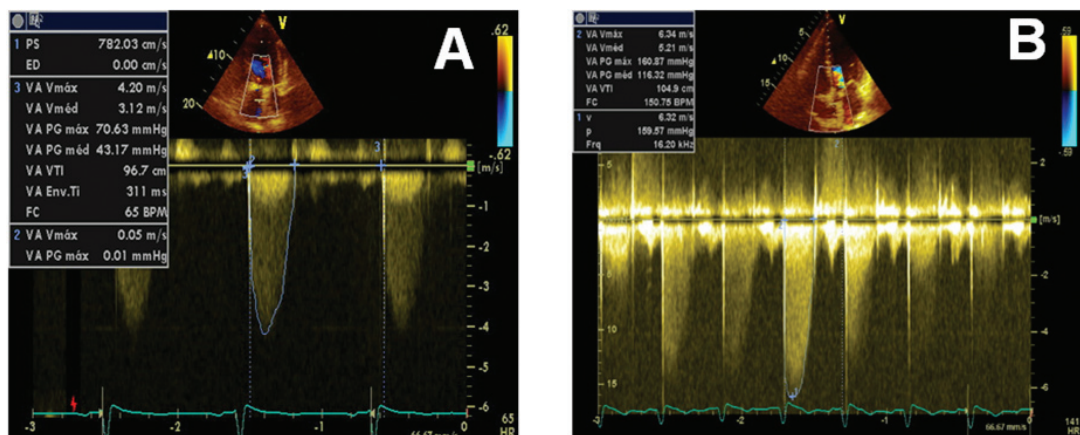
Gradientes através da valva aórtica. À esquerda, em A, em repouso, observa-se gradiente máximo de 70mm Hg e médio de 43mm Hg. À direita, em B, o Doppler, obtido imediatamente após o pico do exercício, revelou aumento dos gradientes para o máximo de 160mm Hg e médio de 116mm Hg.
